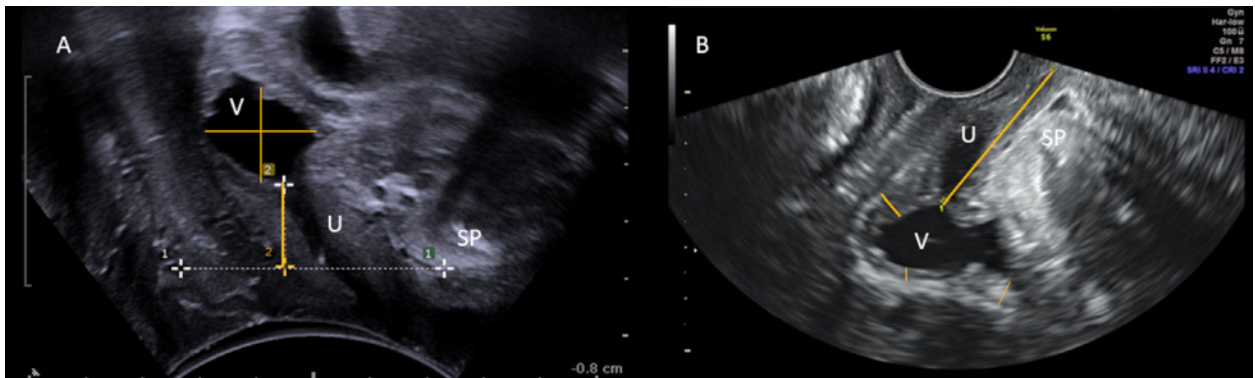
A: ecografía transperineal en plano sagital. Medida de la distancia de la sínfisis del pubis al cuello vesical, y del diámetro longitudinal y anteroposterior de la vejiga para calcular el volumen vesical. B: ecografía transvaginal en plano sagital medio. Medida de la longitud uretral y del grosor del detrusor (trígono, cúpula y cara anterior). SP: sínfisis del pubis; U: uretra; V: vejiga
